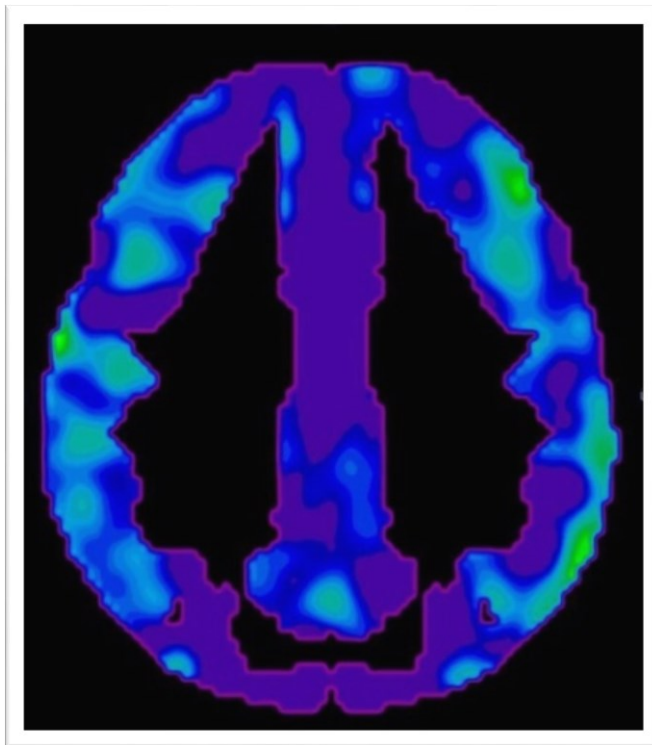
Beispielhafte PET von Proband IA090234
